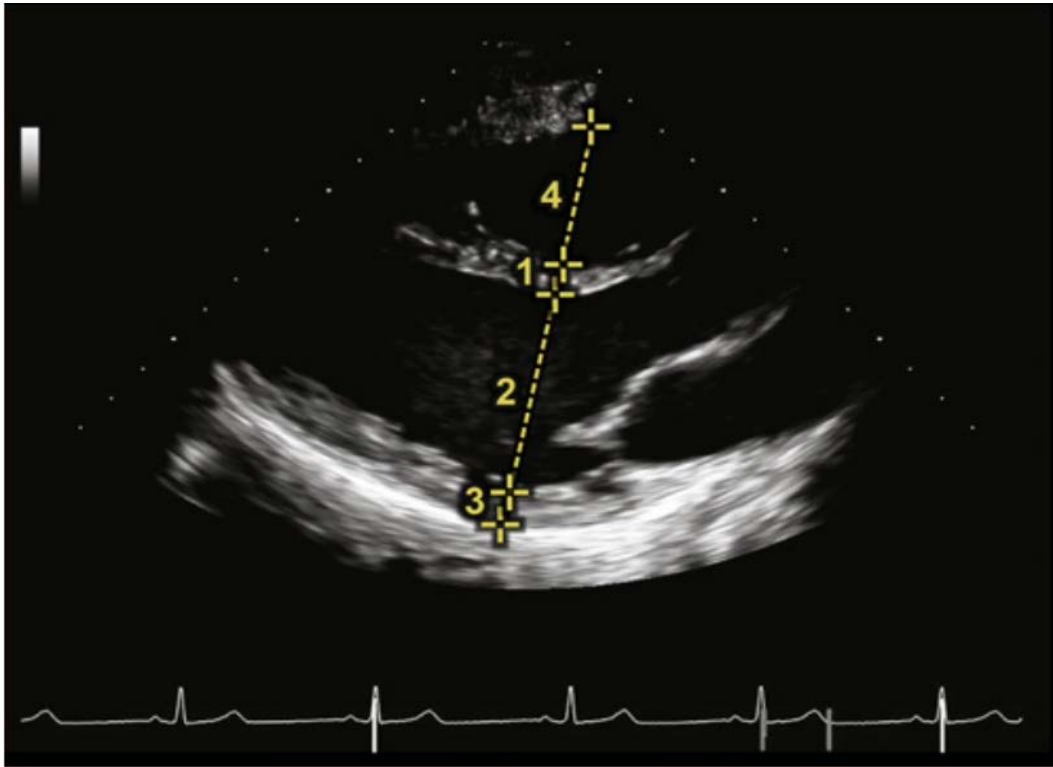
Mesure du diamètre VD en coupe parasternale grand axe
